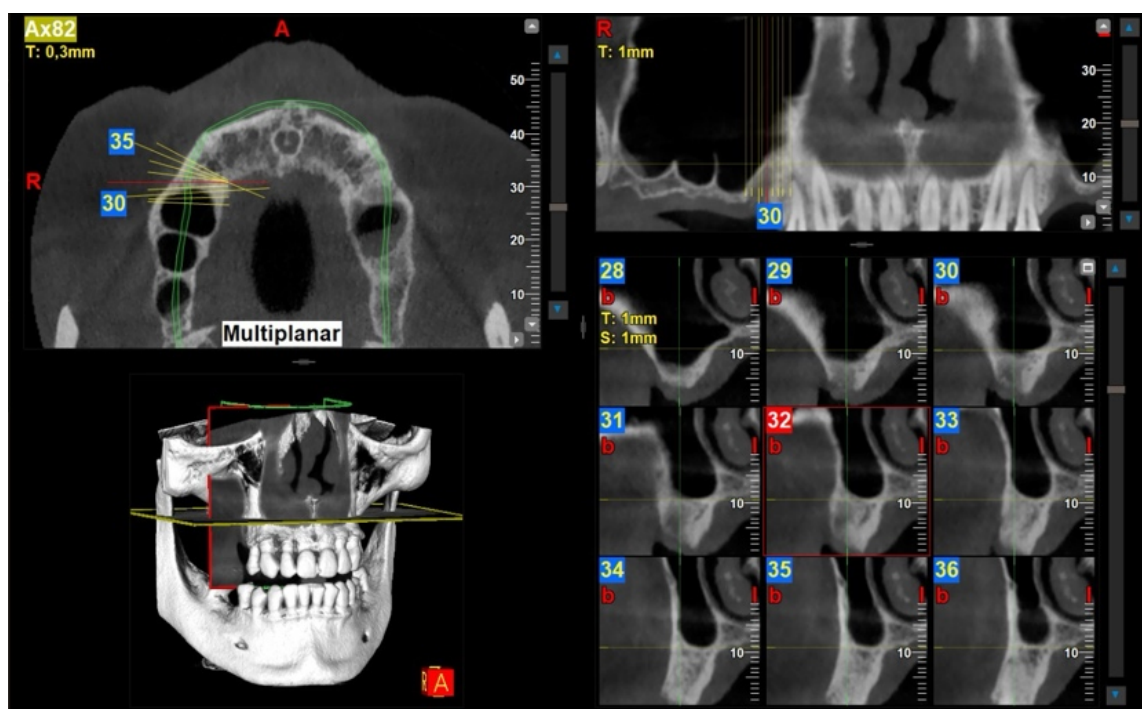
CBCT inicial. Observam-se dois septos no seio maxilar no 1º quadrante, com altura de cerca de 3 mm de crista alveolar. Imagem cedida pelo Dr. António Silva e Dr. Pedro Nicolau.
